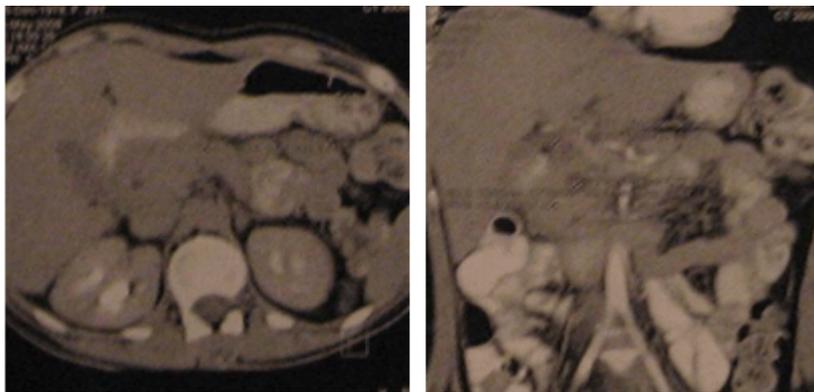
Томограмма той же больной через 19 суток лечения
